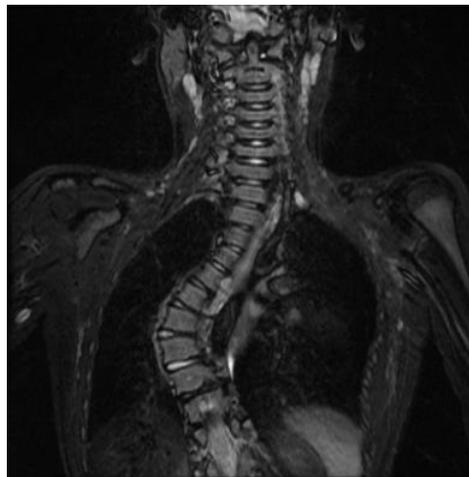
Imagen RMN coronal (T2) de escoliosis grave en paciente afecto de Neurofibromatosis tipo 1 (perteneciente a Caso 6).
